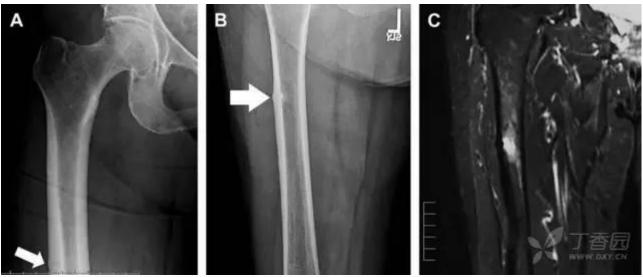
老年患者长期服用双磷酸盐引起的骨折。A 髋部正位片,箭头所示,股骨外侧皮质存在横行透亮带。B 后续的股骨 X 线片示局灶性骨膜 反应,以及此类骨折的特征性表现-火山口状骨膜隆起(箭头)。C MRI 冠状位 STIR 序列扫描示相应骨折平面的骨髓水肿表现
